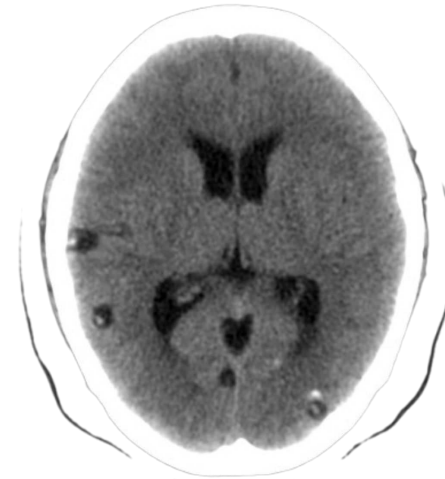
TC craneal sin contraste con múltiples cisticercos que presentan un escólex en la periferia. NCC vesicular. rID: 35696.
